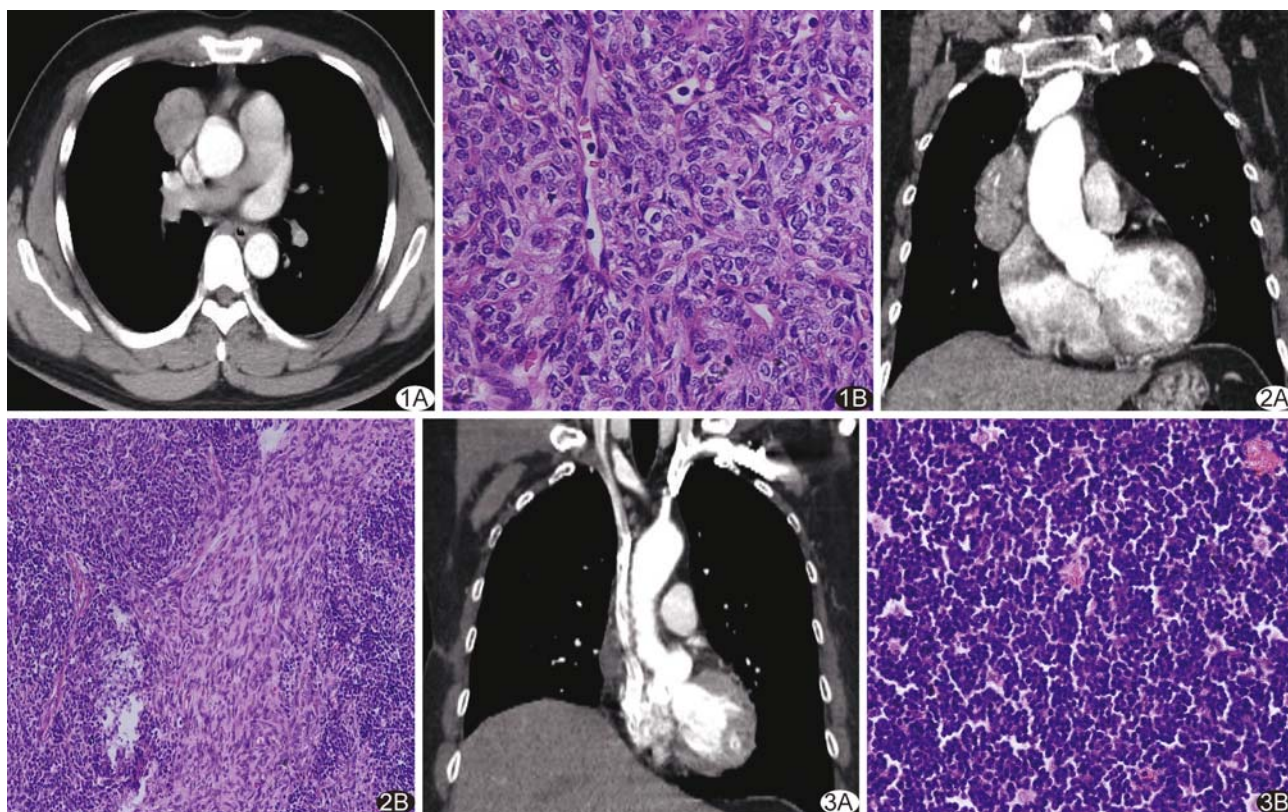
患者男,42 岁,A 型胸腺瘤 A. 病灶最大径 3.9 cm,增强后 80 HU,类圆形,与纵隔脂肪线清晰,影像分期 I 期,临床分期 I 期; B. 肿瘤以类圆形、短梭形上皮细胞为主(HE,×400) 图 2 患者男,55 岁,AB 型胸腺瘤 A. 病灶呈分叶状,最大径 8.2 cm,增强后 CT 值 113 HU,影像分期 II 期,临床分期 II 期; B. 肿瘤具备梭形和树突样上皮细胞,且二者间分界清楚(HE,×100) 图 3 患者男,46 岁,B1 型胸腺瘤合并 MG A. 病灶呈卵圆形,最大径 3.3 cm,增强后 CT 值 36 HU,影像分期 II 期,临床分期 I 期; B. 肿瘤以淋巴细胞分布为主(HE,×400)
